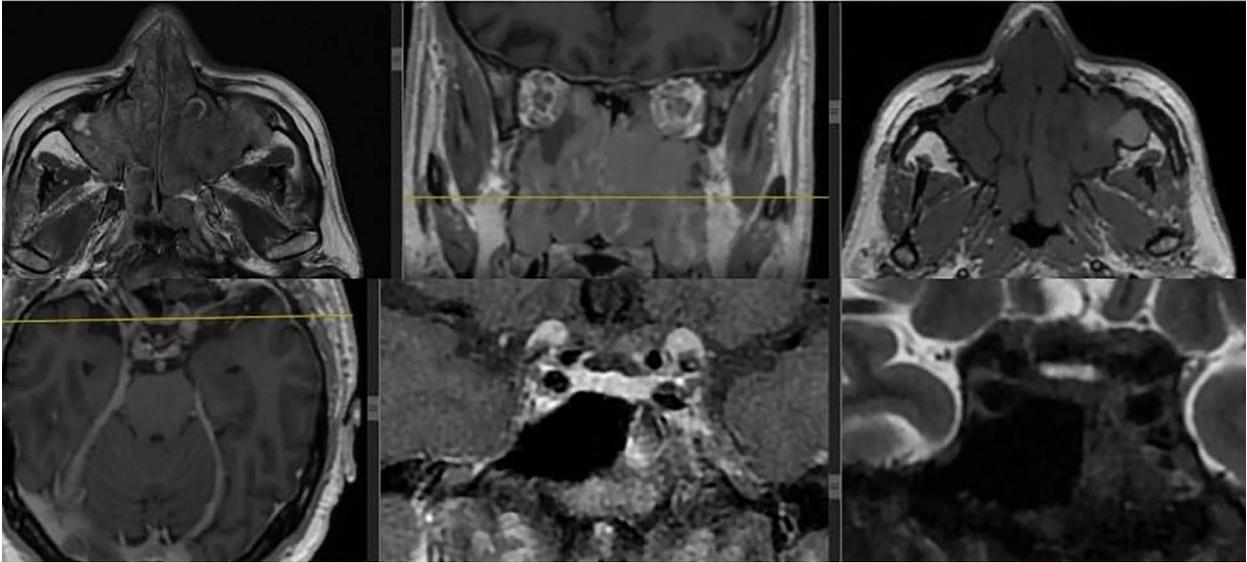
Resonancia magnética de cerebro y órbitas con contraste y presencia de un tejido difuso de baja señal en T2 y señal intermedia en T1 que afectaba fosas nasales, senos maxilares, celdas etmoidales y en menor medida, seno esfenoidal y seno frontal.
